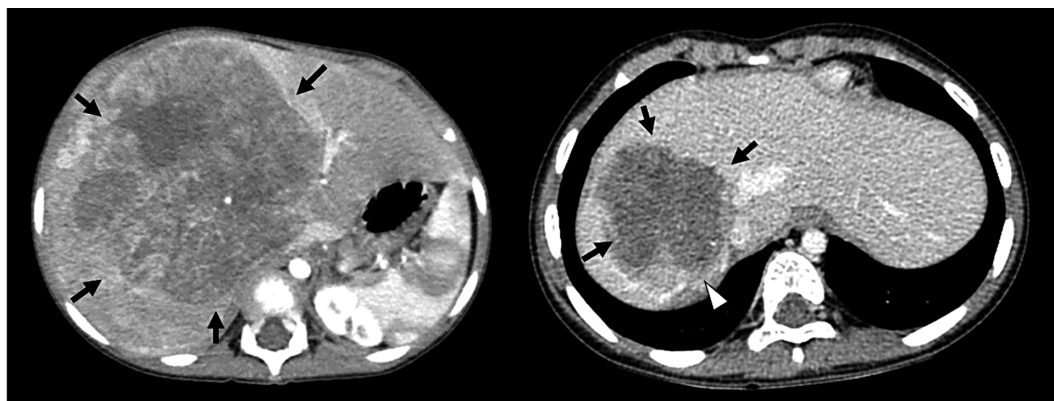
腹部造影CT (左:化学療法前 右:化学療法後)
